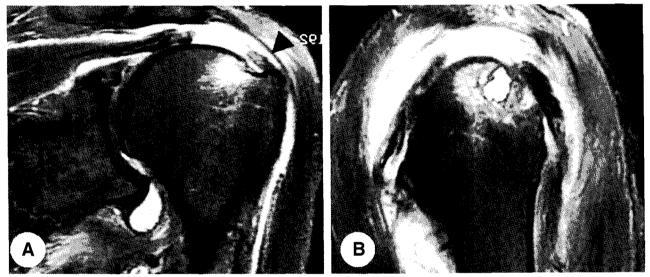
Oblique coronal (A) and sagittal (B) T2-weighted MR images of the left shoulder showing complete rupture of the supraspinatus tendon at its tendinous portion, measuring 17 × 18 mm, and 13mm sized remnant of the supraspinatus tendon (arrow head) attached to the greater tuberosity.
